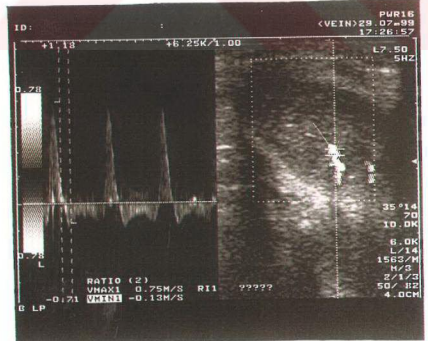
Papaverin enjeksiyonu sonrası 1 dakika (a) ve sildenafil verilmesi sonrası 45. dakika Doppler ultrasonografi görüntüsü (b)
